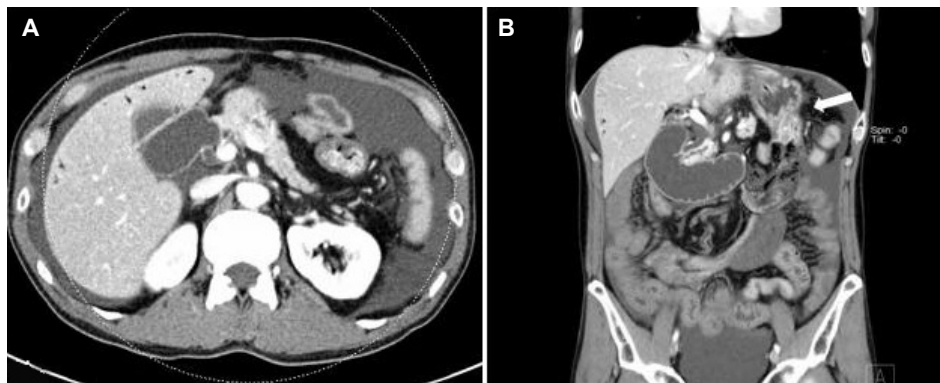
Abdominopelvic CT findings. (A) Strangulation of proximal small bowel loops due to mesenteric torsion. (B) Contrast abdominopelvic CT image showing thickening of the wall of the gastric remnant (white arrow). CT, computed tomography.
